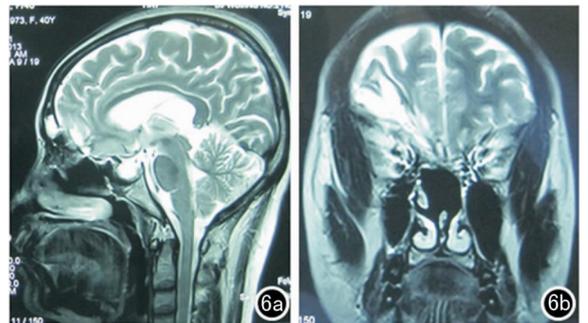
术后 6 个月复查头颅 MRI 示术腔恢复良好,无脑膜脑膨出复发 a:矢状位;b:冠状位
